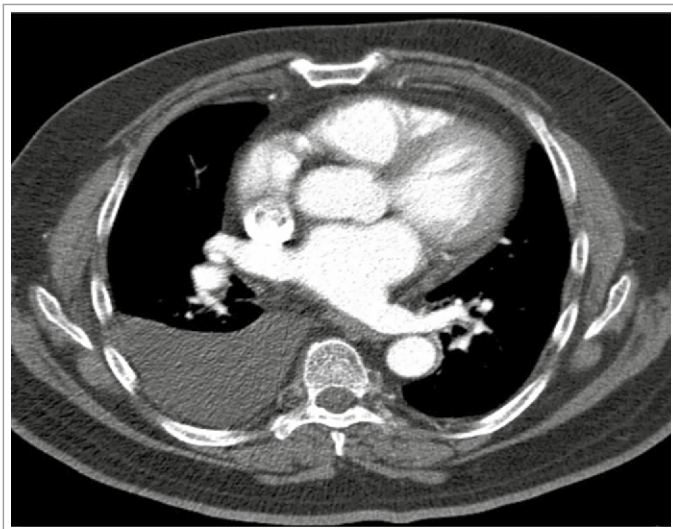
TC de tórax que muestra en la ventana mediastínica derrame pleural derecho. Obtenido de licencia CC-3-0, Hellerhoff.
